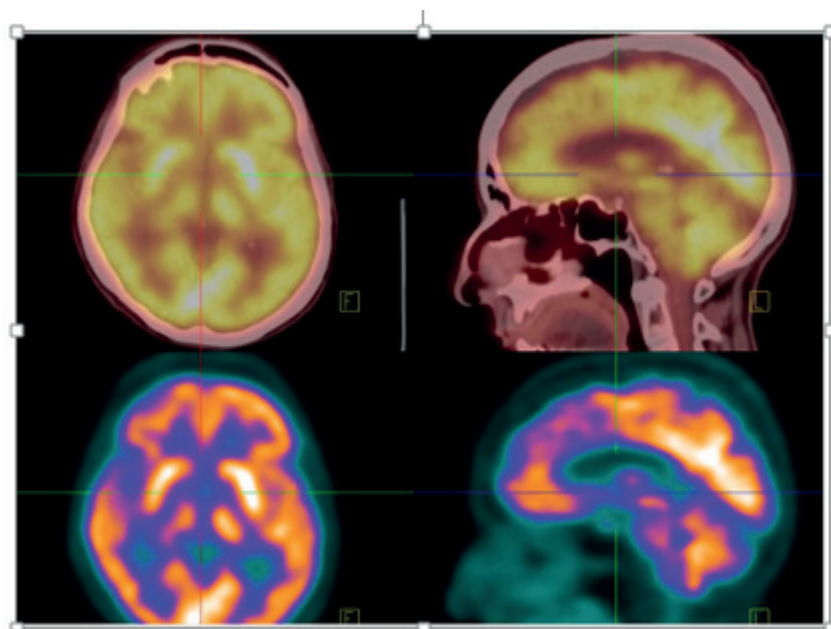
PET-CT neurológico, mostrando um radiofármaco na corrente sanguínea chamado de 18F-FDG, análogo a glicose marcada com um átomo de flúor radioativo. Esse material mostra como está à função dos neurônios e permite mapear se existe algum dano.¹⁹
